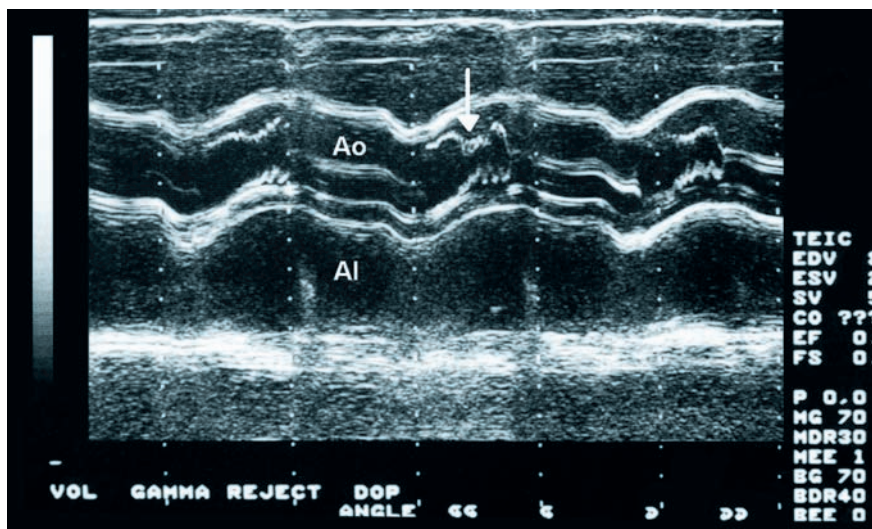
Ecocardiograma en modo M en el plano de las sigmoideas aórticas. Se observa colapso de las mismas durante mesosístole (flecha) con reapertura posterior. Este patrón es típico de obstrucción dinámica del tracto de salida del ventrículo izquierdo y suele darse en los pacientes con obstrucción dinámica importante. Ao: válvula aórtica; AI: aurícula izquierda.
